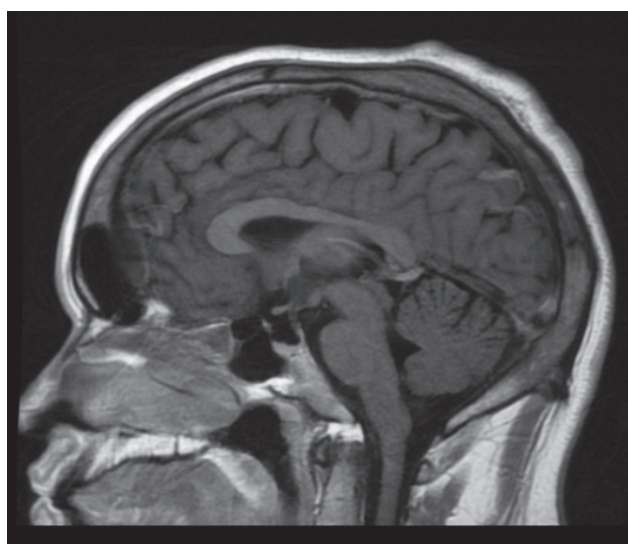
IRM Cerebral T1 (sagital)
